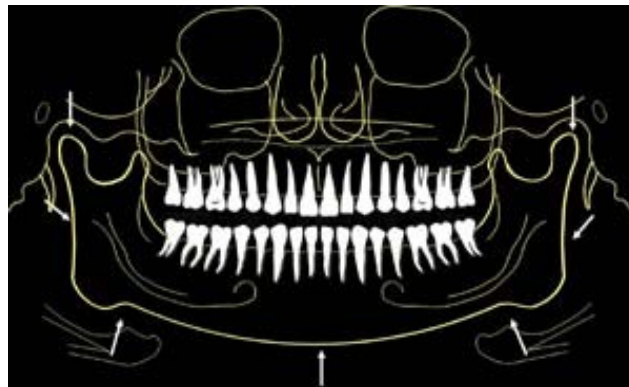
Imagen representativa donde muestra el inicio para el estudio de la radiografía.
